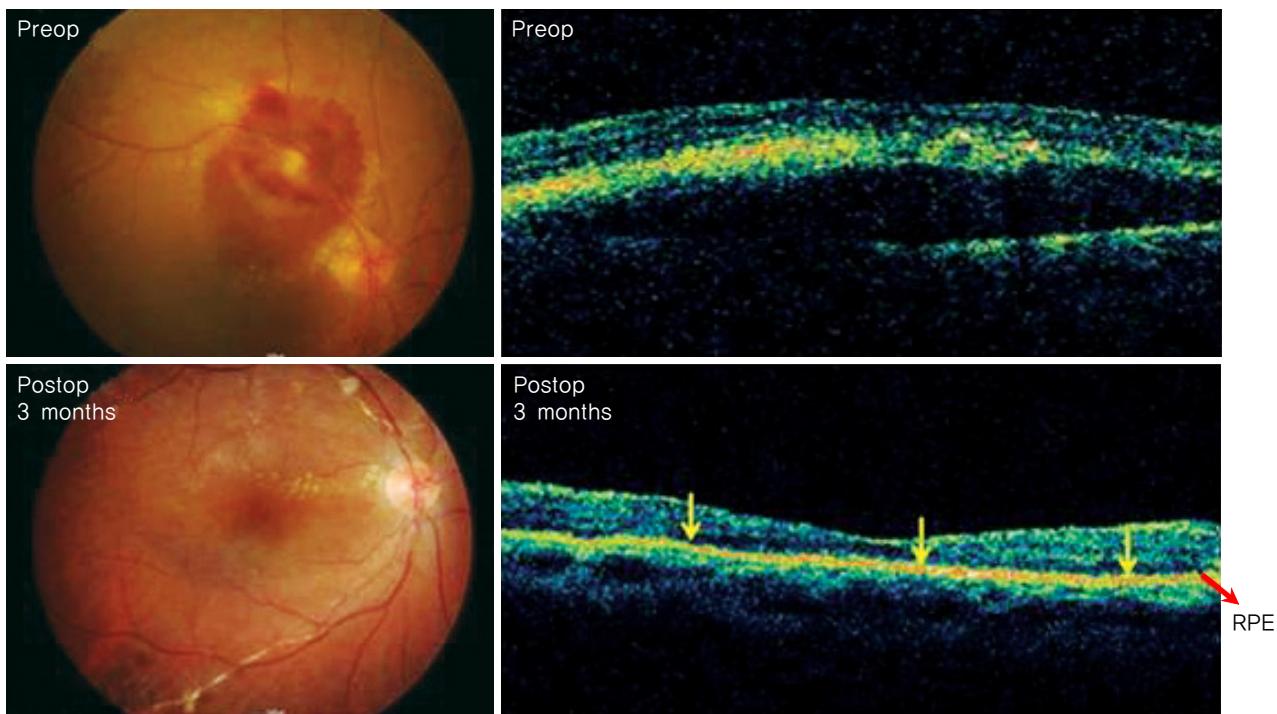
Optical coherence tomography (OCT) and fundus findings in patient in which postoperative photoreceptor is intact (Yellow arrows: photoreceptor IS-OS junction) (No. 7).
